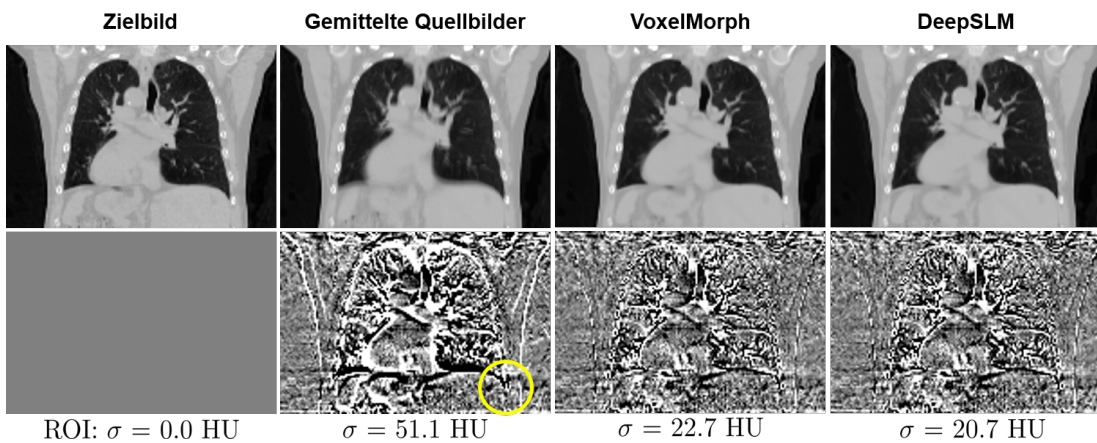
Gemittelte Rekonstruktionen von 4D CT Daten mit Hilfe der neuronalen Netze VoxelMorph und DeepSLM. Gezeigt wird von links nach rechts das Zielbild, die gemittelten Quellbilder, die nach jeweiliger Deformation mit VoxelMorph gemittelten Quellbilder und die nach jeweiliger Deformation mit DeepSLM gemittelten Quellbilder. Die untere Reihe zeigt die Differenz der gemittelten Bilder zum Zielbild. Der gelbe Kreis im Differenzbild zeigt die Region, in der die Standardabweichung der Differenzbilder bestimmt wurde. Die Standardabweichung in dieser ROI ist unter den Bildern angegeben.
